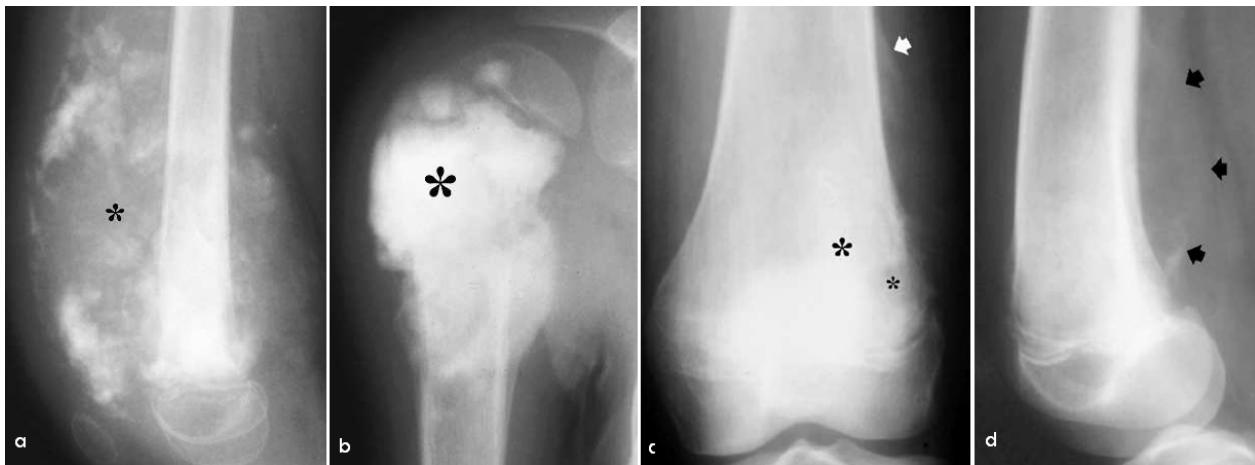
reflétant l'aspect de la matrice ostéoïde d'ostéosarcome, duveteux ou velouté dans (a) (petite étoile) et nuageux dans (b) (grosse étoile) (a–b). La radiographie (c) montre une association de zones lytique (petite étoile) et ostéocondensante (étoile large) avec un petit triangle de réaction périostée interrompue dans le coin supérieur de la tumeur « triangle de Codman » (flèche). Une masse des parties molles (flèches) est dégagée sur le profil (d) de la radiographie (c)
